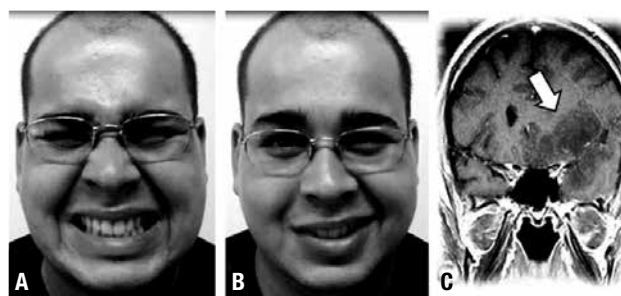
(A) Face simétrica na ativação voluntária ao comando de “mostre os dentes”. (B) Paresia facial emocional à direita durante sorriso espontâneo. (C) Ressonância magnética ponderada em T1 no corte sagital, evidenciando lesão hipointensa na região têmporo-opérculo-estriatal à esquerda (seta), cuja biópsia revelou tratar-se de glioma de baixo grau de malignidade. (Reprodução de um filme. Imagem autorizada.)
